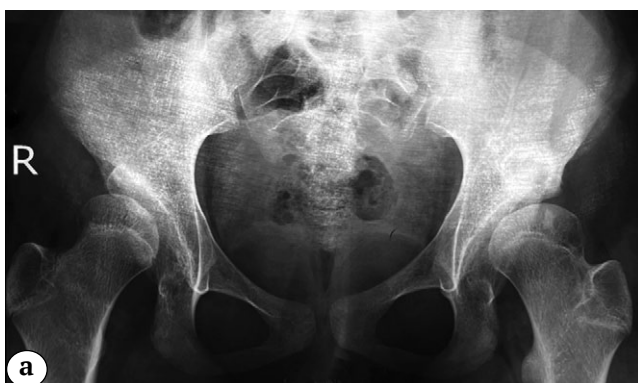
(a, b). Рентгенограммы тазобедренных суставов пациента 16 лет: а — перед проведением реконструктивного вмешательства (двусторонний диспластический подвывих бедра I степени по Crowe);
